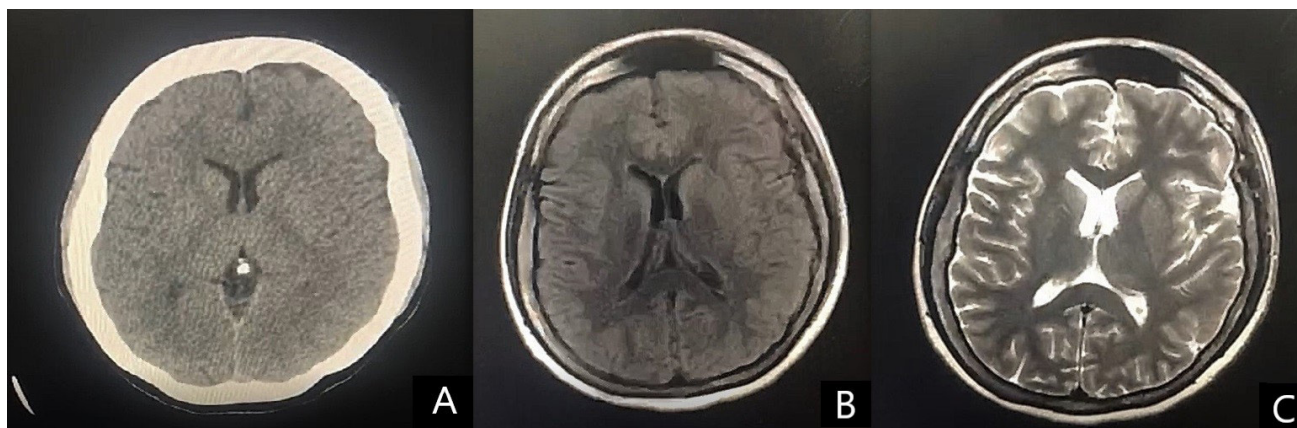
Recuadro A, tomografía computarizada, corte transversal a nivel de los ganglios basales. Recuadro B y C. Resonancia magnética cerebral, corte transversal a nivel de los ganglios basales, recuadro B, secuencia T1, sin alteraciones. Recuadro C, secuencia T2 Flair, destaca que no hay realce.
